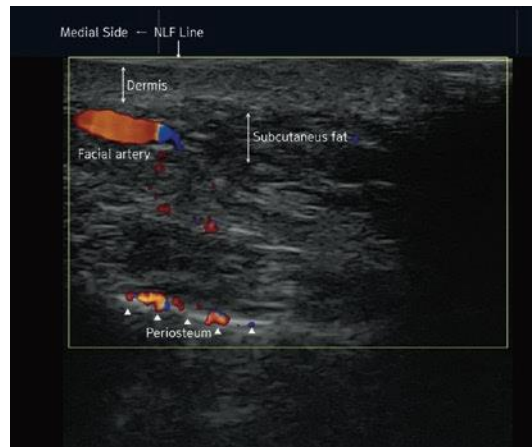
Đánh giá trên siêu âm Doppler
